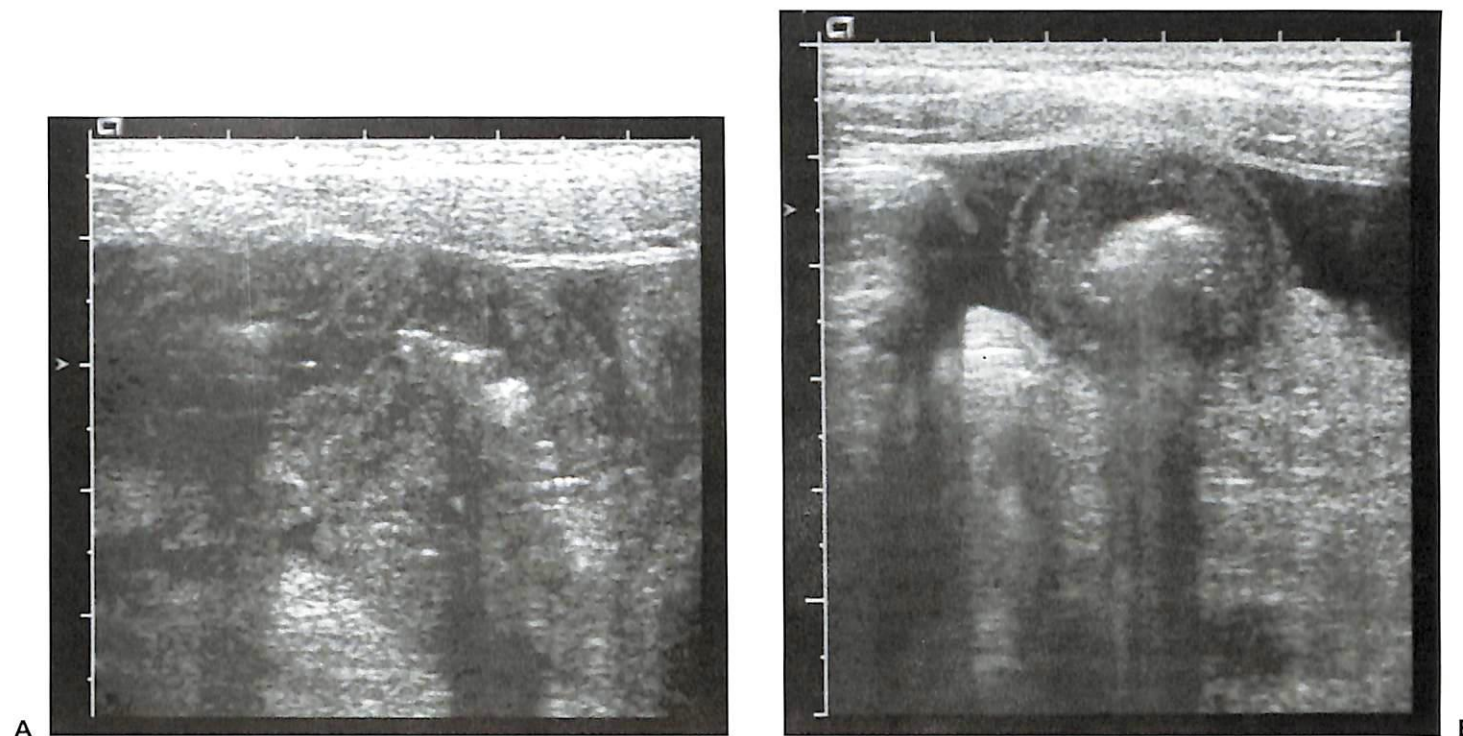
Болезнь Крона. На (А) продольном и (В) поперечном срезах при УЗИ в правом нижнем квадранте живота выявляется патологически измененная петля кишечника смешанной эхогенности с утолщенной гипоэхогенной стенкой и прилегающей асцитической жидкостью.
